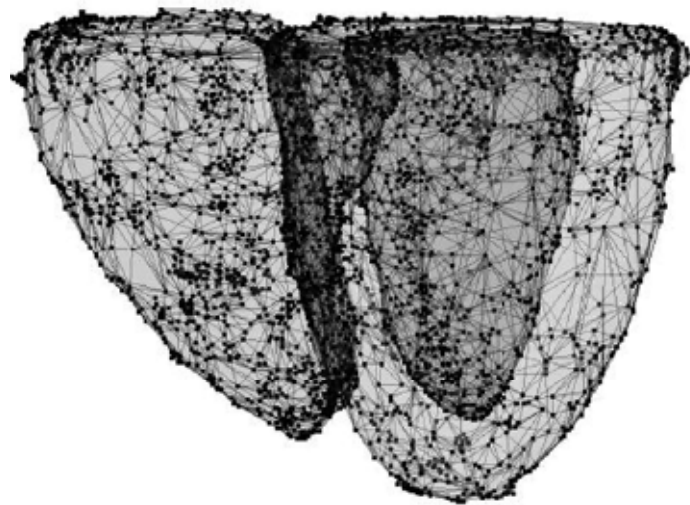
Atlas de ventrículos construido a partir de 14 imágenes de MRI cardíaca. Los puntos negros corresponden a los *landmarks* (sólo los que se hayan sobre las superficies endo y epicárdicas) del *statistical shape model* para segmentación de ventrículos generado a partir del atlas
